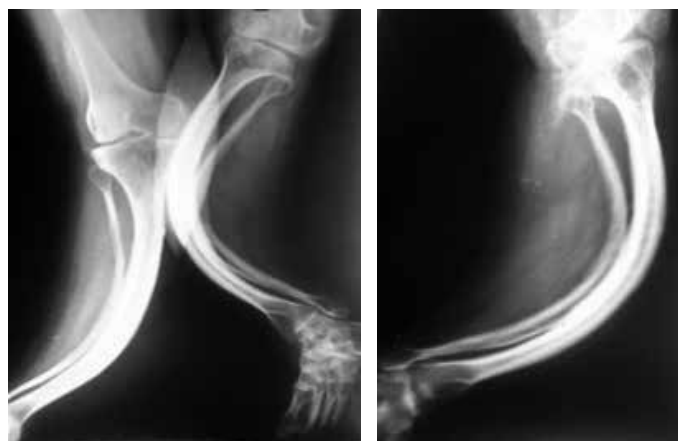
Radiografias em ântero-posterior (A) e em perfil (B), evidenciando deformidade nos ossos da tíbia e fíbula, bilateral.
